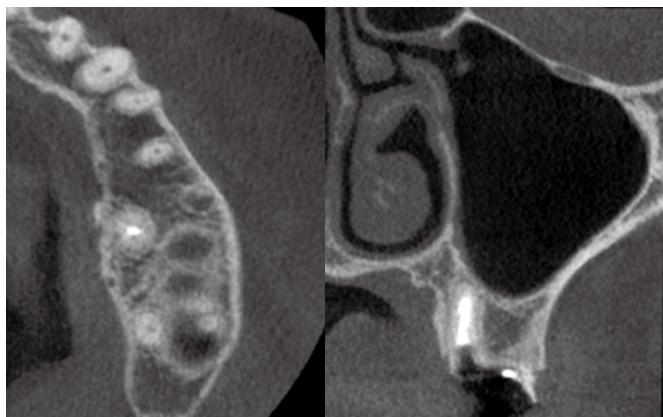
術前のCT所見。|6 は歯肉縁下カリエスで予後不良のためインプラント治療を行うことで患者は同意した。
